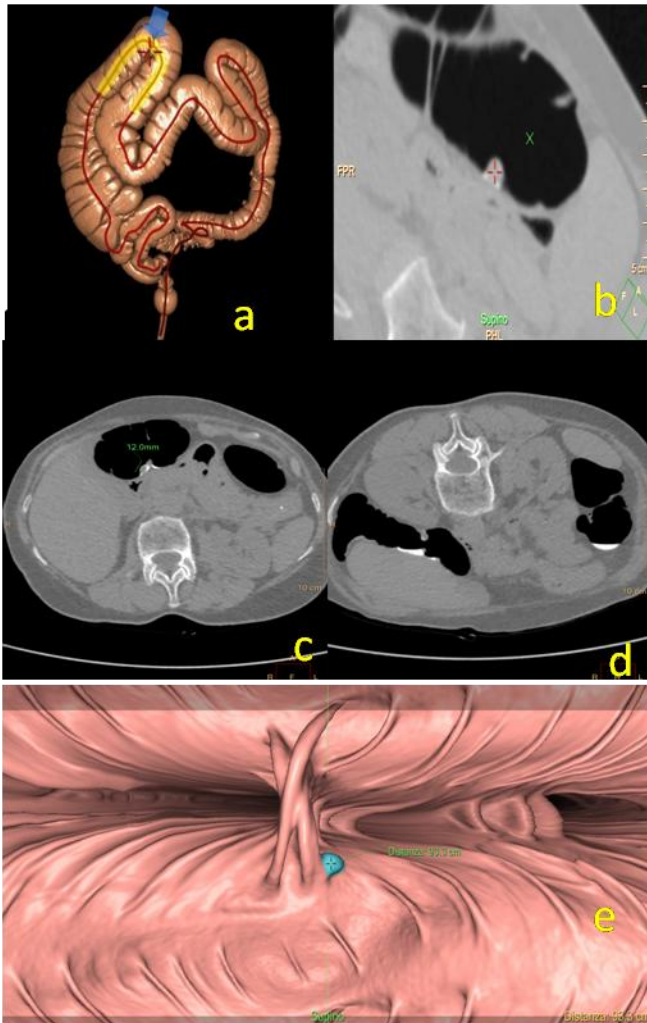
COLON-TC: l'indagine consente di ottenere ricostruzioni di volume rendering (a) utili per valutare anomalie di lunghezza o morfologia. Nelle acquisizioni assiali si riscontra una lesione polipoide(b) ; lo scopo della duplice acquisizione in supino e prono(c-d) è valutare il comportamento della lesione sospetta al cambio di decubito per distinguere i residui fecali dalle lesioni, quest'ultime insensibili al cambio di posizione. La ricostruzione di virtual dissection (e) consente di identificare il polipo dandone l'esatta distanza dal margine anale al fine di facilitarne la successiva rimozione.
